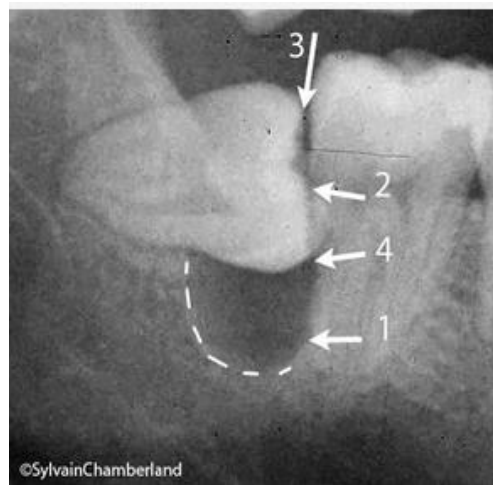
Orthopantomographie montrant la résorption radiculaire de la seconde molaire associée aux troisièmes molaires incluses.
